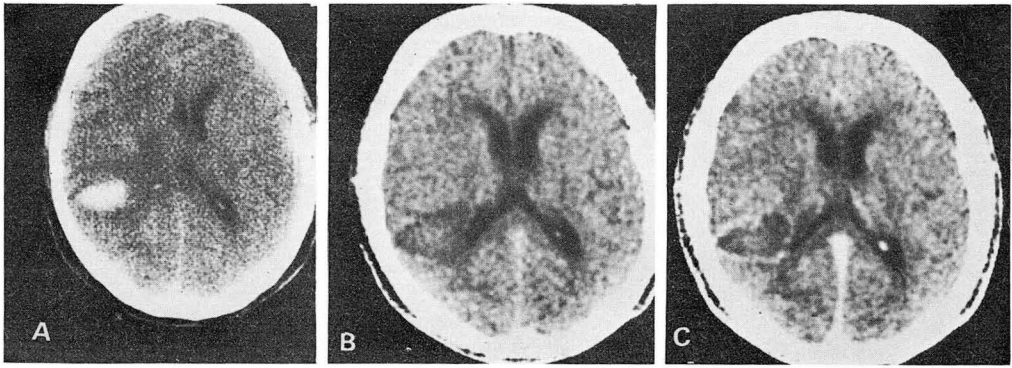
Serial CT of the hematoma.
